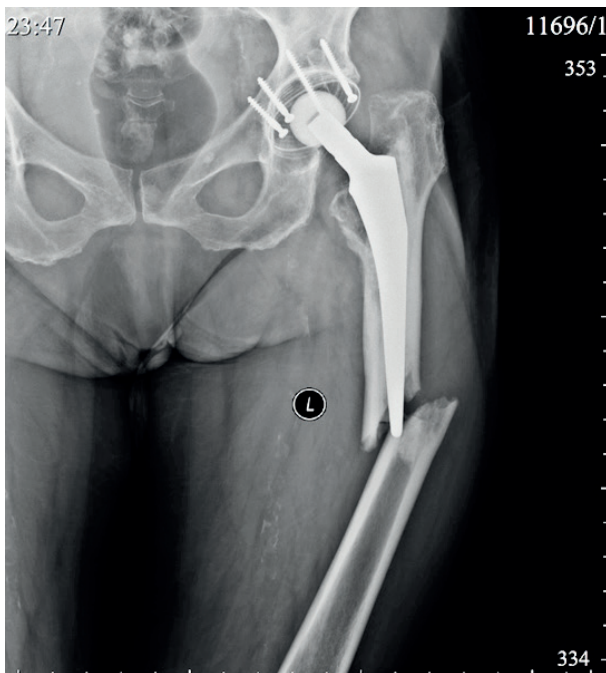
Рентгенография левого тазобедренного сустава при поступлении (прямая проекция)
